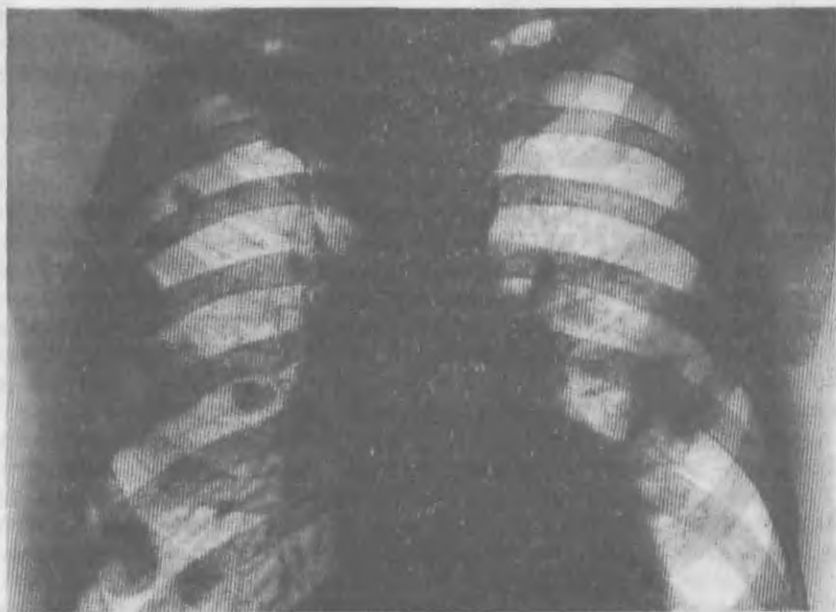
Рентгенограмма легких при силикозе II стадии. Видны характерные для синдрома Каплана округлые тени в обоих легочных полях.
